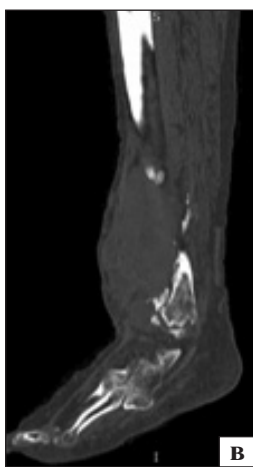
Рентгенограми (а, б) та КТ-скан (в) правої гомілки хворої Д., 44 роки. Ексцентрично розташоване вогнище літичної деструкції комірчастої будови. Вітончений корковий шар кістки, значний м'якотканинний компонент пухлини
